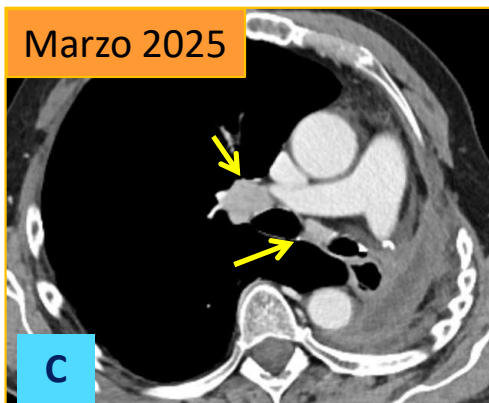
Granuloma necrotizante* en paciente en seguimiento por carcinoma de células claras renales. A. Nódulo pulmonar en LID hipermetabólico en PET/TC (imagen B), sospechoso de metástasis. Fue intervenido con segmentectomía atípica en LID con diagnóstico AP de granulomatosis necrotizante.
